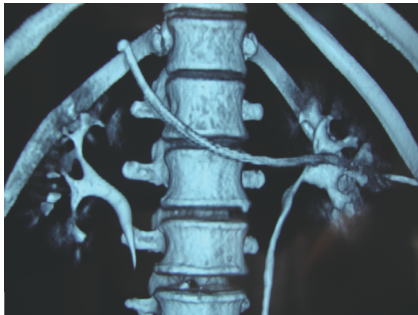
螺旋CT显示左肾造瘘管经肾静脉达到上腔静脉(病例1)
